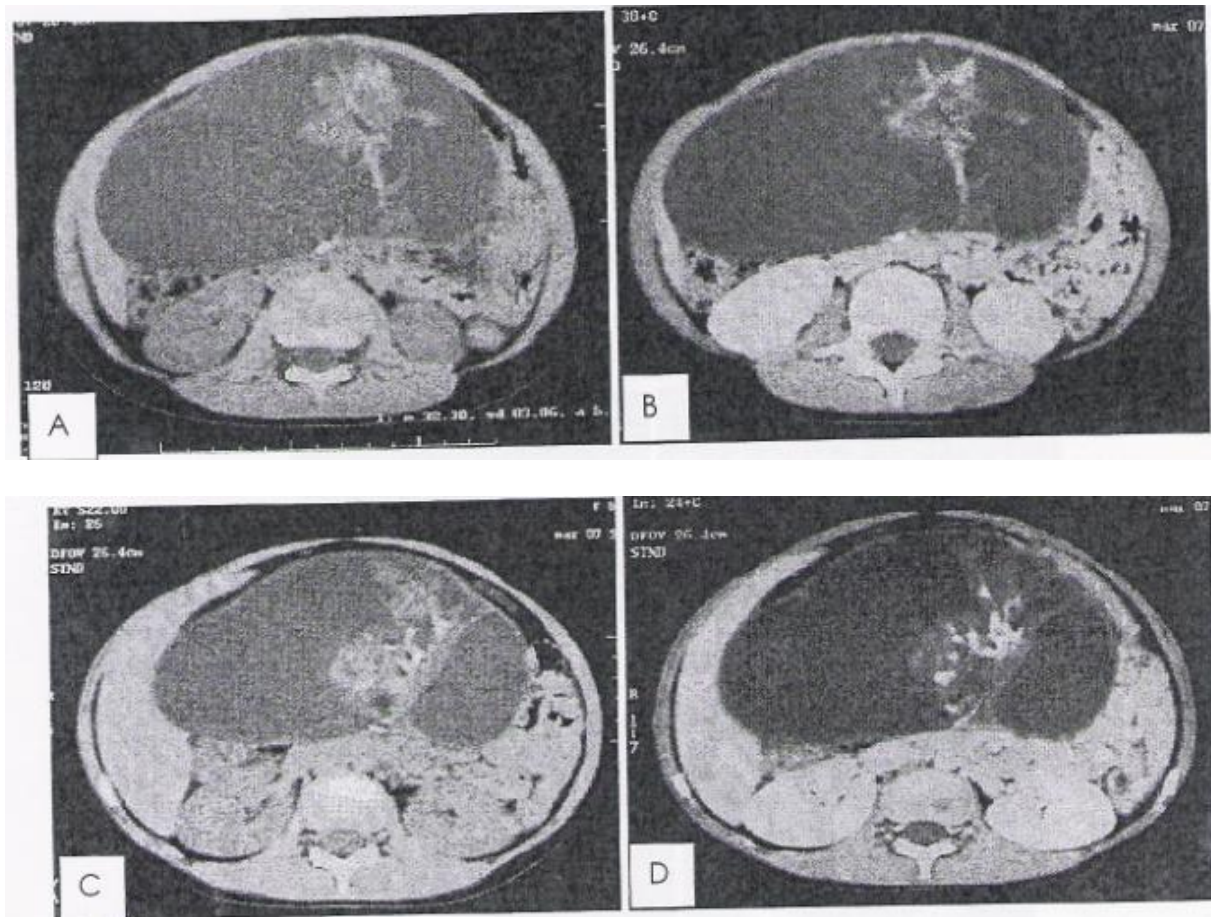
(A ; B ; C ; D) TDM C-/C+ montrant une masse ovarienne droite à triples composantes tissulaire, calcique et kystique renferment des cloisons. Rehaussement faible et hétérogène de la composante tissulaire et des cloisons.
